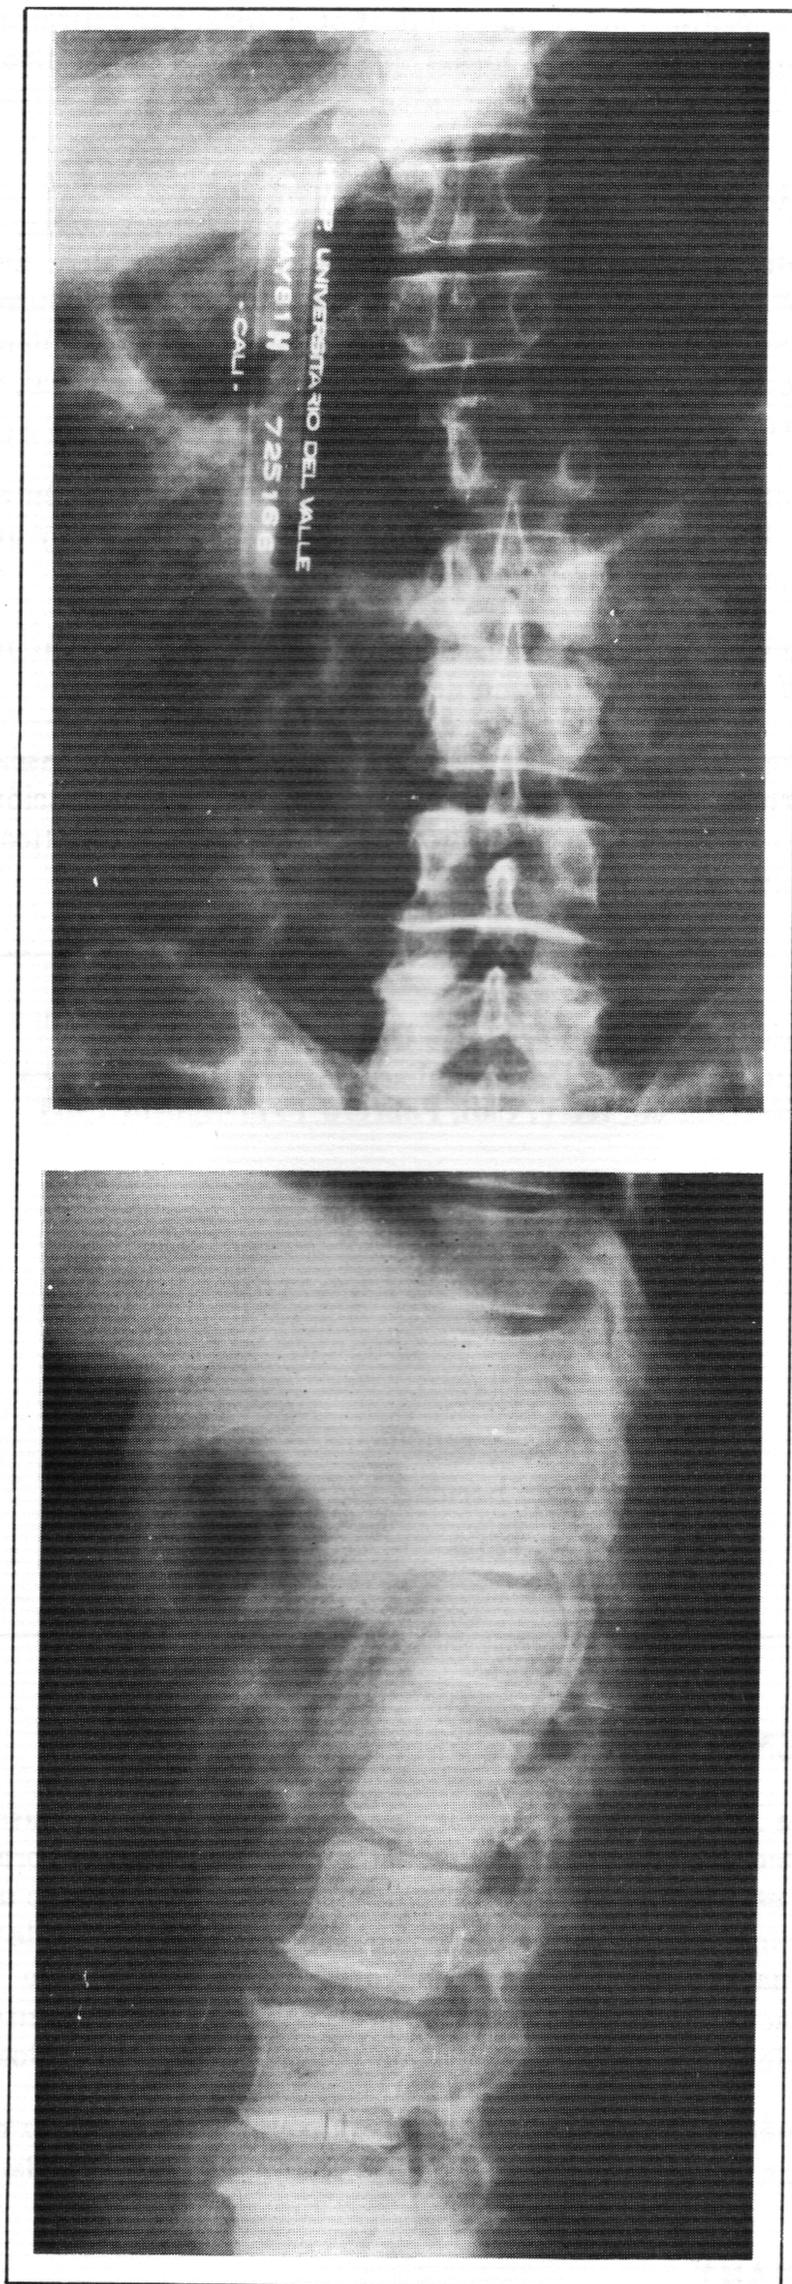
Las radiografías corresponden a un paciente con latero y retrolisthesis de L1, antes de la intervención operatoria.
